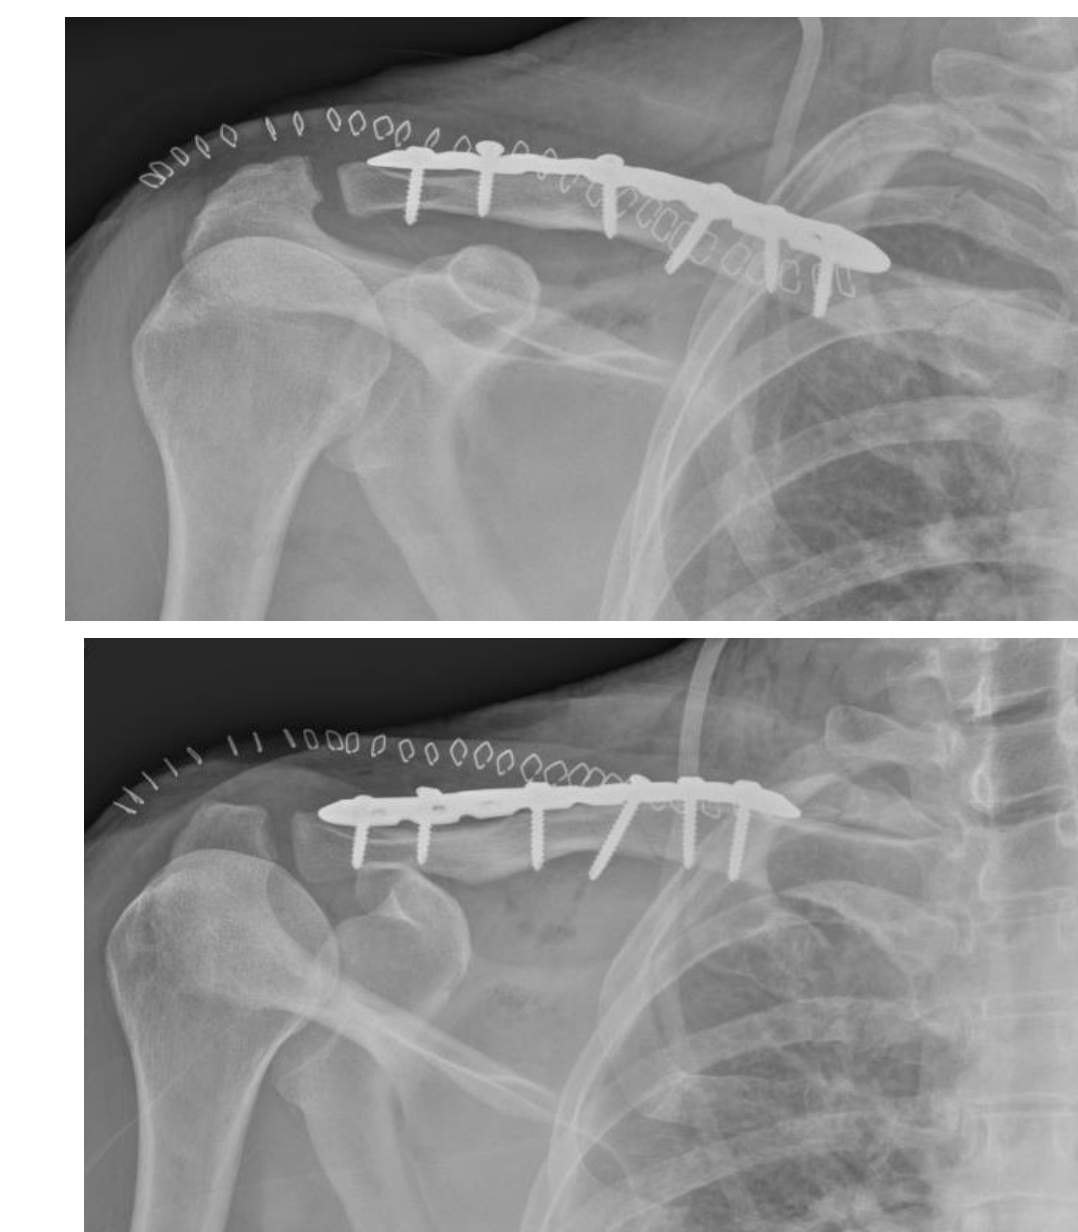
Radiografías postoperatorias. Buena reducción de la fractura y luxación AC ipsilateral.
